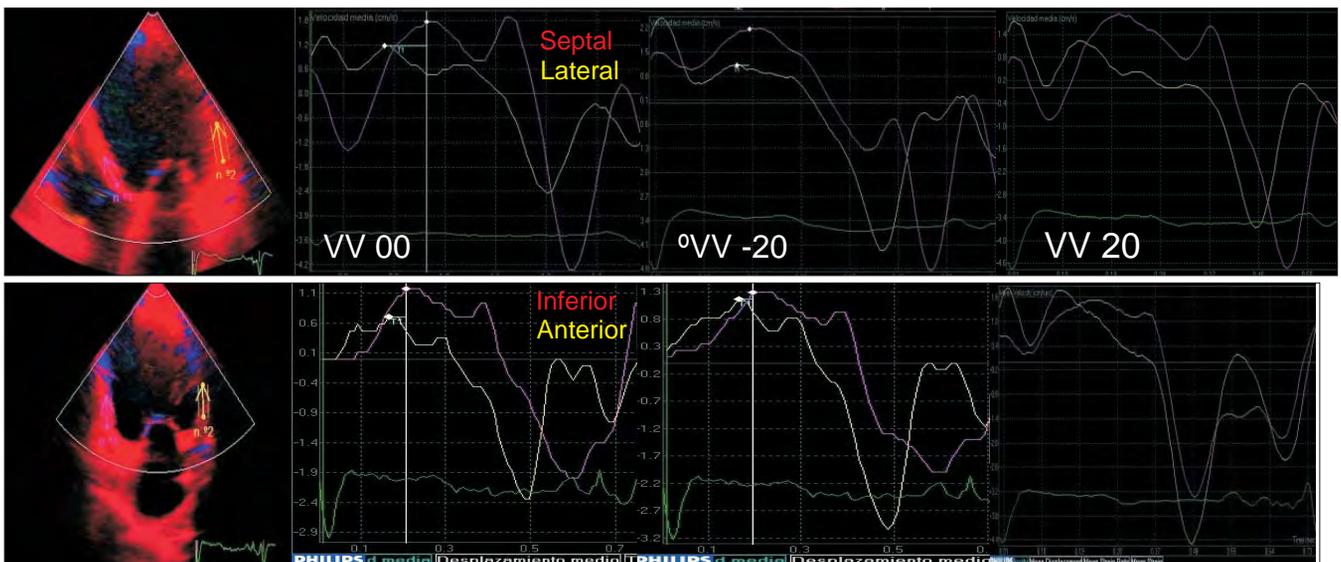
Optimización VV por DTI color en plano apical 4C y 2C para intervalos VV 00, -20 y +20, la menor asincronía entre segmentos opuestos de dos paredes se consigue con preexcitación de VI a -20ms.
